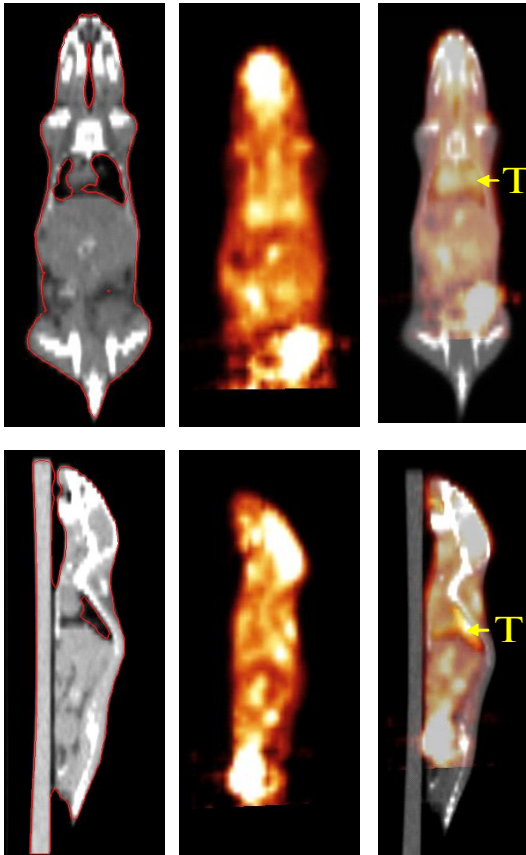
정합된 소동물 PET/CT 영상 (T: 종양)
